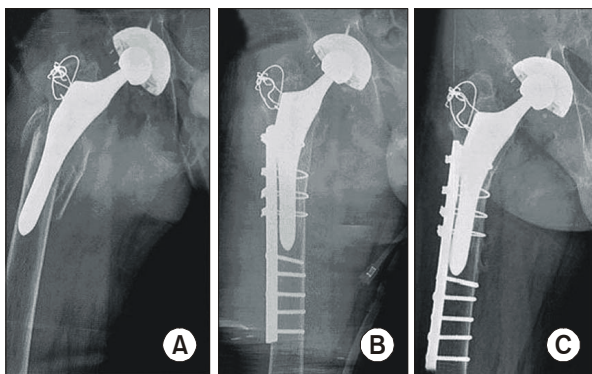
A 32-year-old male patient had periprosthetic femoral fracture due to a traffic accident. (A) Preoperative radiograph shows type B3 periprosthetic femoral fracture. (B) Postoperative radiograph at the second week shows that fracture is stably fixed with a plate, screws and cerclage wire, and the remaining stem is stably fixed as well. (C) Postoperative radiograph at six months shows a healed femoral fracture and stable fixation of the stem.
